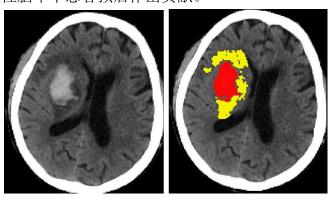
左图脑出血患者 CT 平扫, 右图红色为血肿, 黄色为血肿周围水肿
